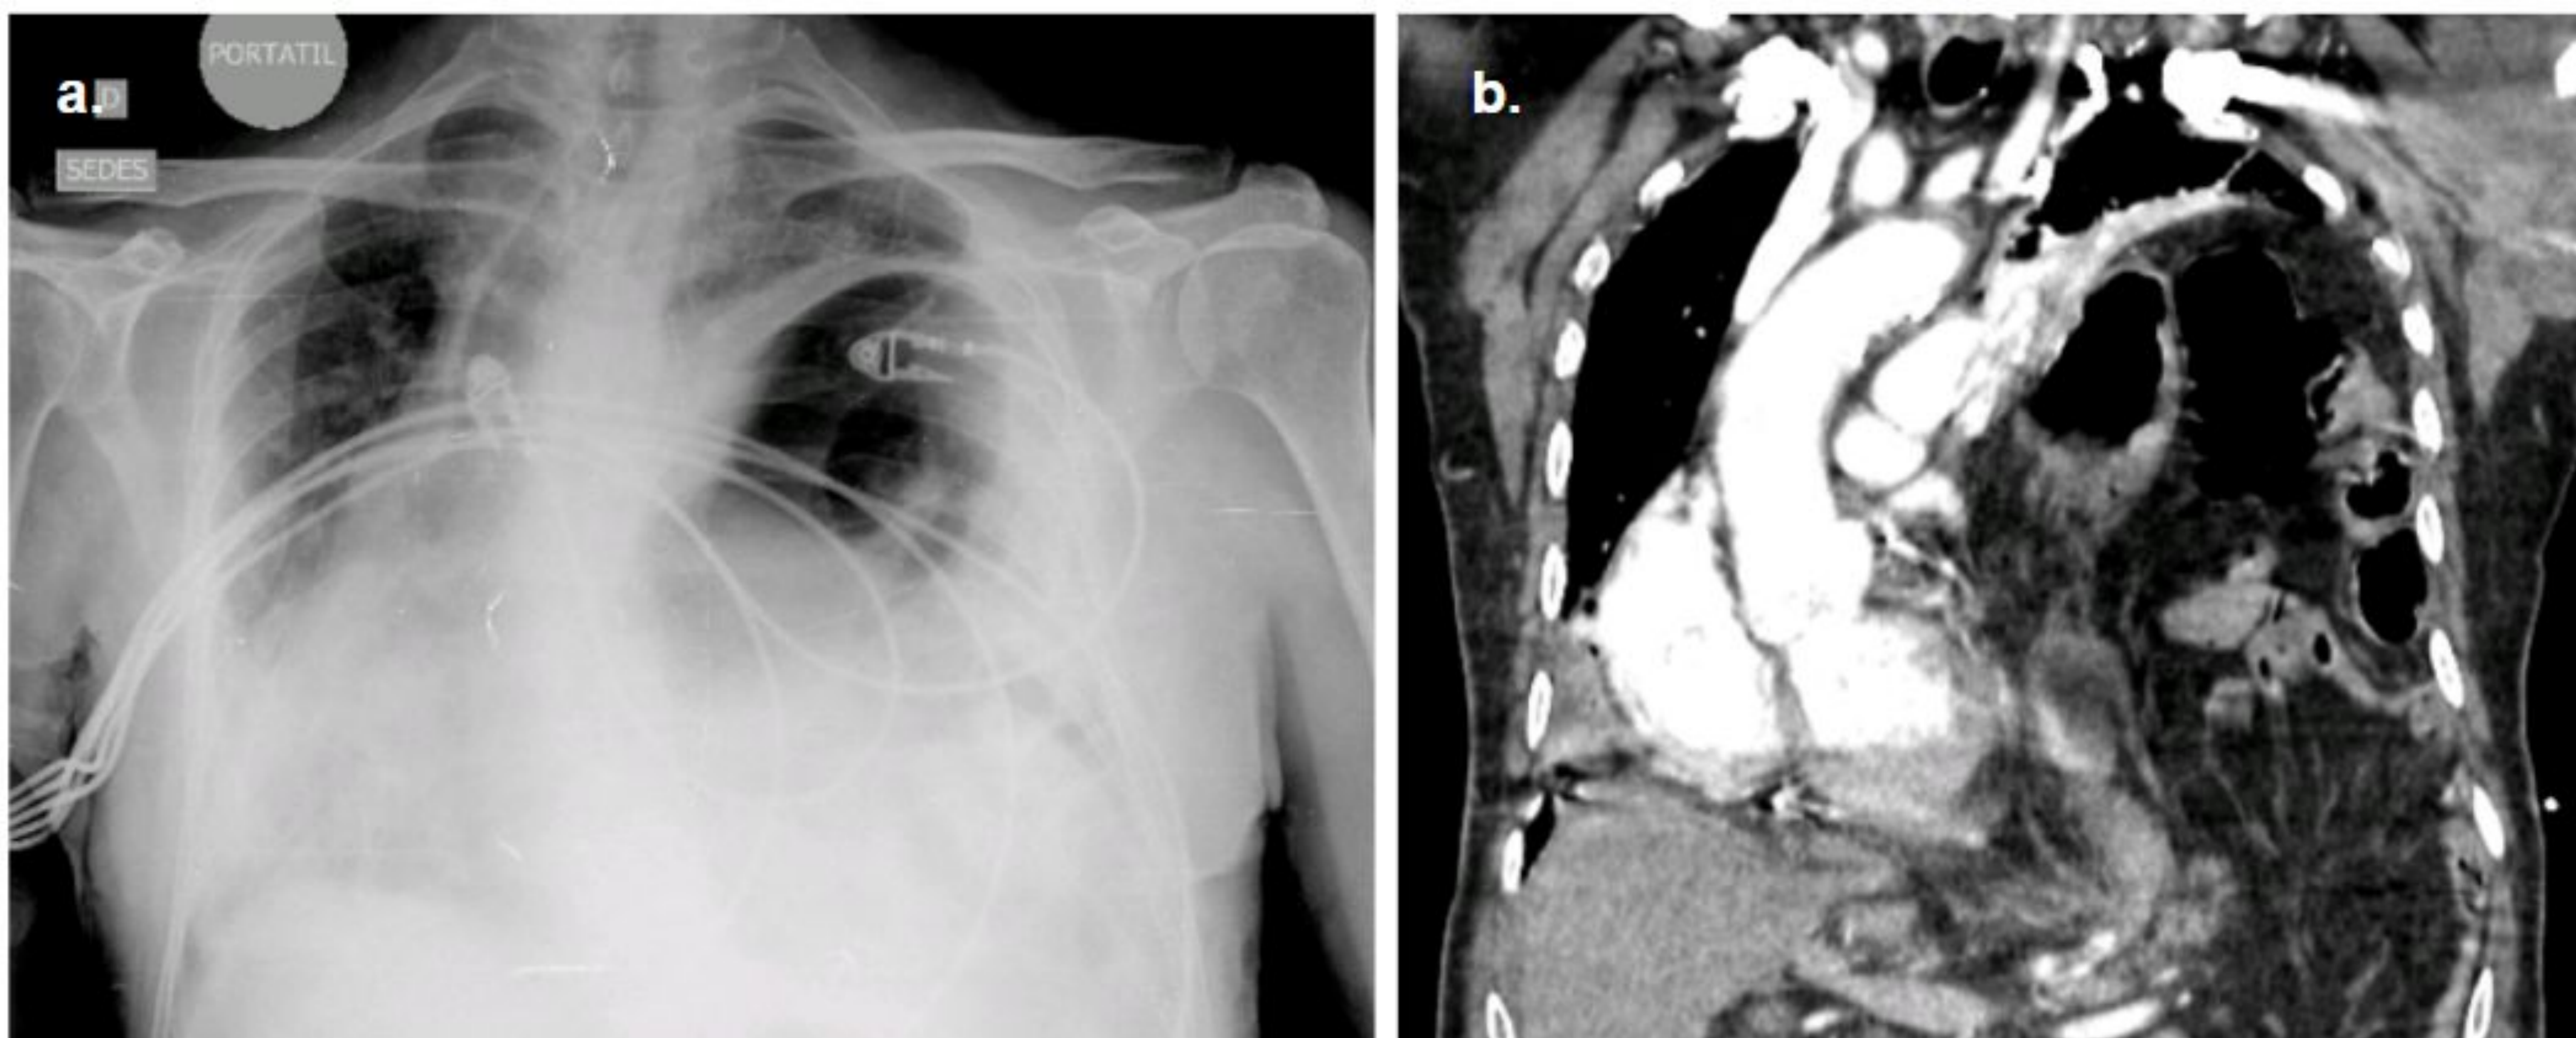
Radiografía de tórax (a) y TC con reconstrucción coronal (b) de una hernia diafragmática izquierda con desplazamiento del pulmón ipsilateral y del mediastino, en un paciente con disnea.
